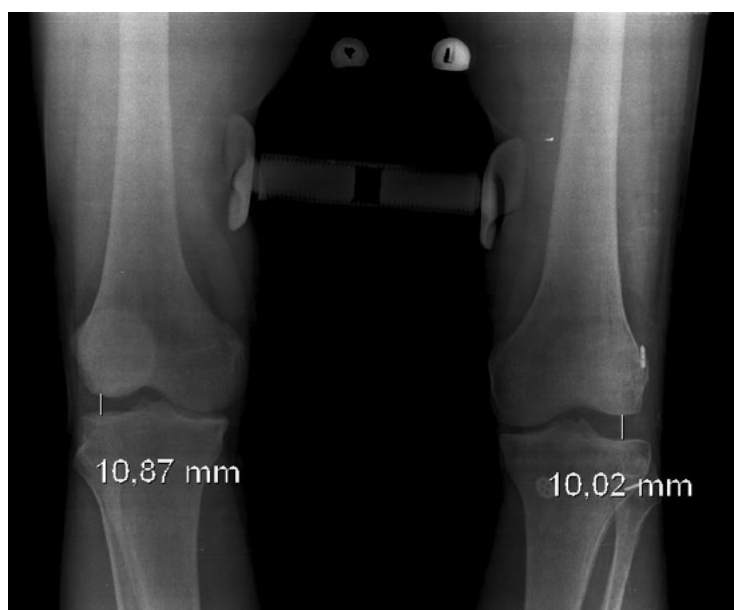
Сравнительные функциональные рентгенограммы коленных суставов в прямой проекции (варус-стресс тест) пациента Н. с разрывом аутотрансплантата ПКС левого коленного сустава. Разница в раскрытии латерального отдела суставной щели незначительная, что говорит о состоятельности ЗЛССК (собственное наблюдение)
